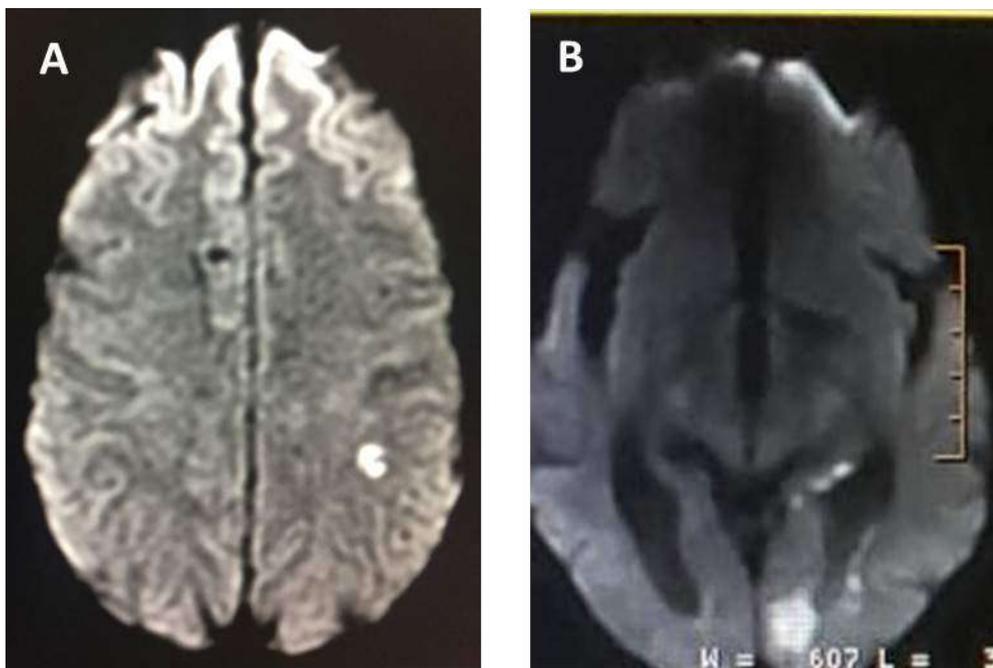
Ressonância magnética, axial em difusão, AVE isquêmico classificado como ESUS. A: Mulher, 46 anos, hígida, identificado FOP com *shunt* grande. B: Mulher, 90 anos, dislipidemia, identificada cardiopatia atrial. AVE: acidente vascular cerebral; FOP: forame oval patente.
